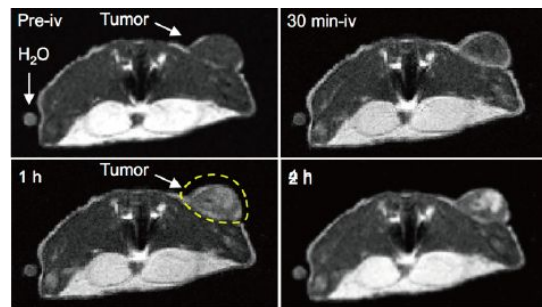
Mn 搭載 CaP ミセルによるマウス大腸がん C26 の皮下移植モデルの MRI
